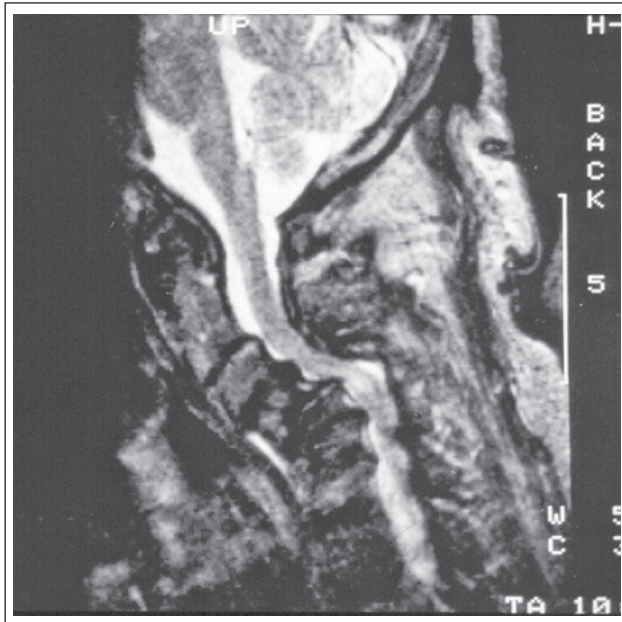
Sagittales T2-MRT einer rheumatisch bedingten kyphotischen Fehlstellung der subaxialen HWS.
